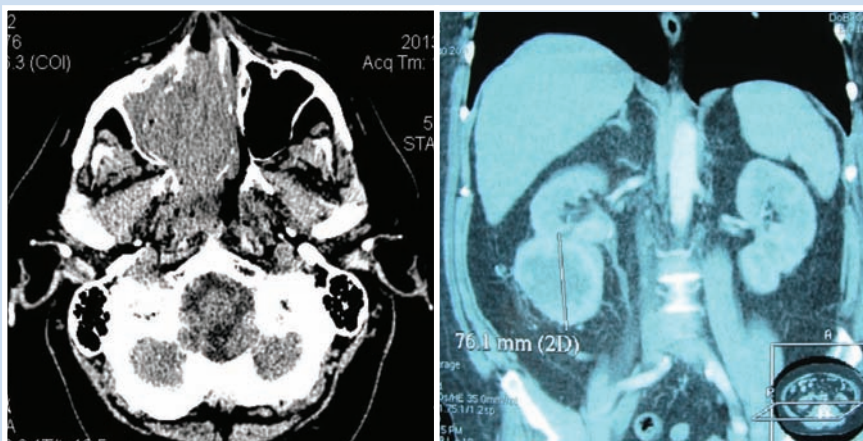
Компьютерная томография головы, органов брюшной полости и забрюшинного пространства пациента О. перед началом лечения
